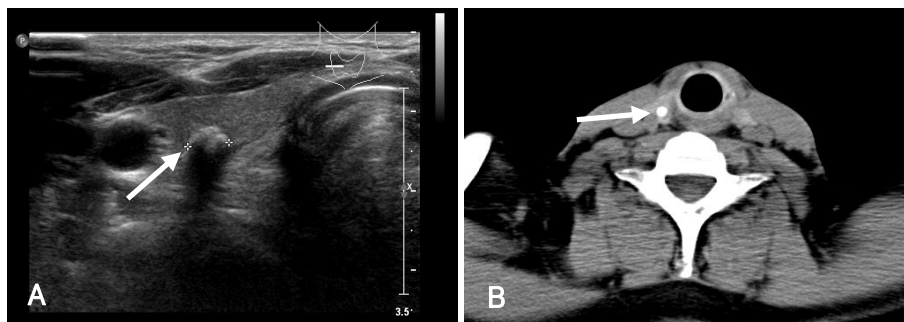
Preoperative US (A) & axial CT (B) scan shows 0.78 cm sized calcified nodule on lower pole of right thyroid gland (arrow).
